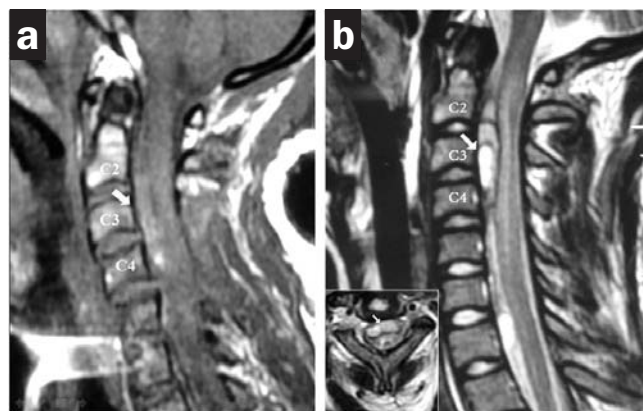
Cortes sagitales de RM potenciadas en T1 (a) y T2 (b) de columna cervical con lesión iso e hiperintensa (flecha) extra-axial extendiéndose desde C2 a C4 que comprime la médula espinal en C3. El corte axial en T1 se incluye en el extremo inferior izquierdo de b.
